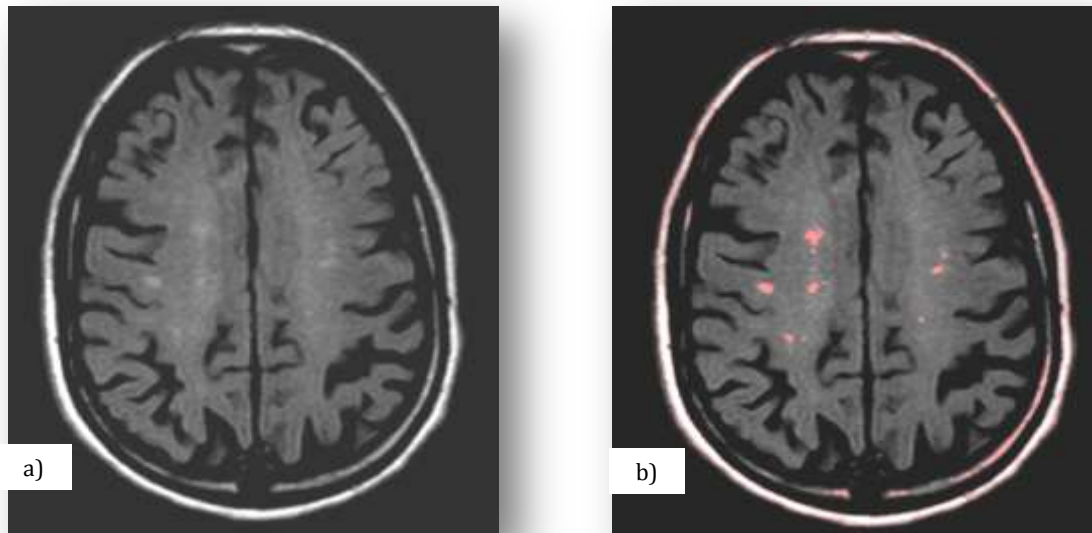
Imagem ponderada em FLAIR da região dos Centros semi-ovais. a) Imagem original; b) Imagem após aplicação de reconhecimento das HSB assinaladas a vermelho. (Fonte: autor)
